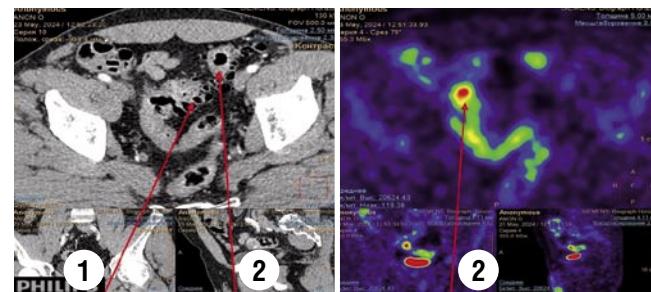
Результаты ПЭТ-КТ у пациентов с ДБТК и КР. 1 – дивертикулы в сигмовидной кише; 2 – рак сигмовидной кишки.
